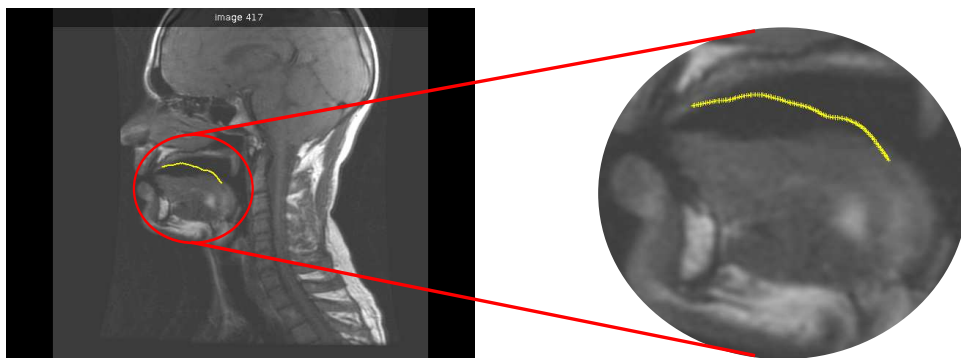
Visualisation du contour de langue extrait de l'US dans une image IRM pour la transition /g/ → /e/ de «nager».
